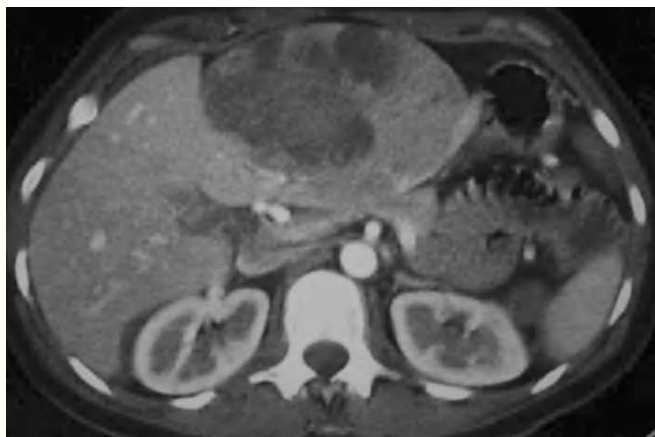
Tomografía axial computarizada (TAC) abdominal con contraste intravenoso en fase precoz.
